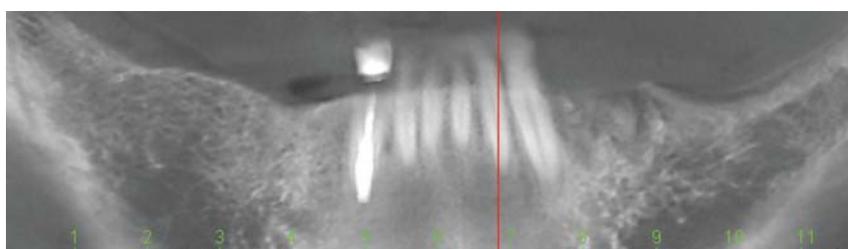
КТ нижней челюсти с материалом, подсаженным в лунки удаленных корней.
